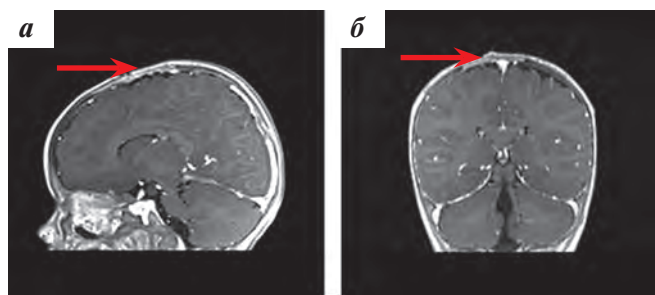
МРТ головного мозга через 2 мес после окончания протонной ЛТ, стрелка указывает на ложе удаленной опухоли: а — T1 с внутривенным контрастированием, сагиттальный срез; б — T1, фронтальный срез
